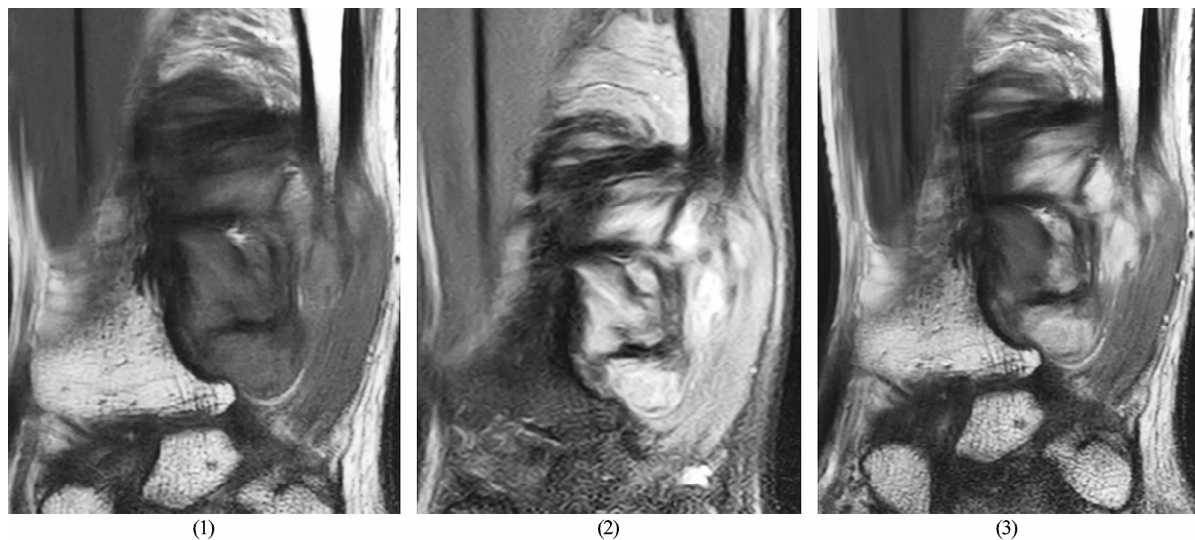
腹外型韧带样纤维瘤病例 1 冠状面 MRI
